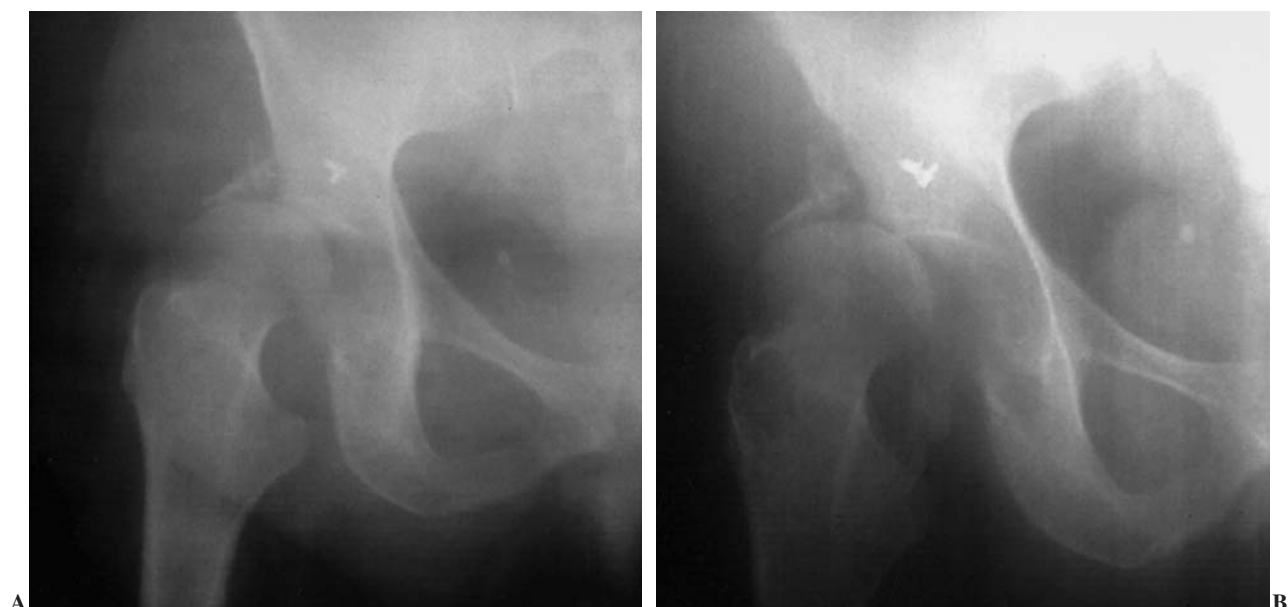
Radiografías tras el tercer episodio de luxación (A y B).
